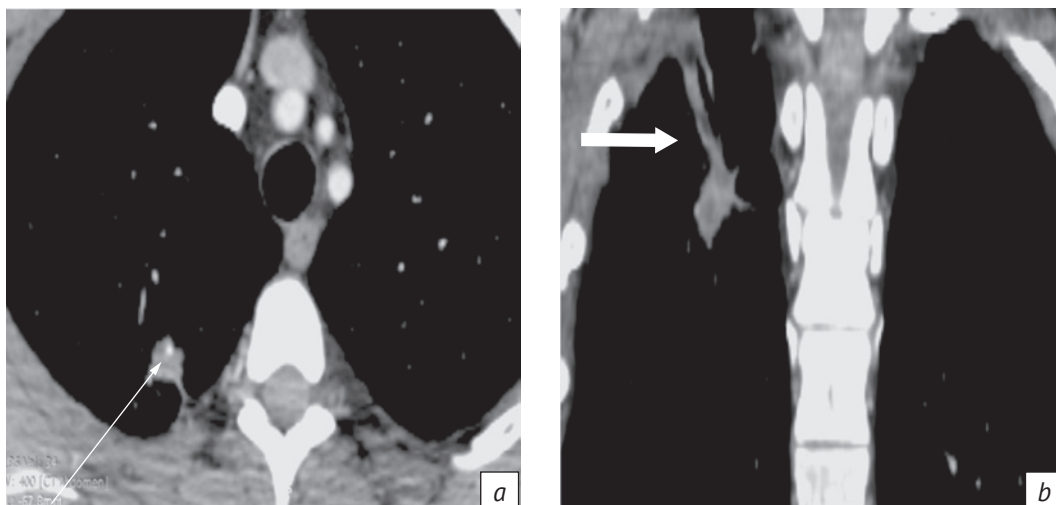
Компьютерные томограммы грудной клетки в средостенном режиме с внутривенным контрастированием: аксиальная (а) и корональная проекции (b). В структуре патологического образования определяется точечный участок повышенной плотности +57 HU (тонкая стрелка). Широкий фиброзный тяж и утолщение апикальной плевры воспалительного характера (широкая стрелка)
